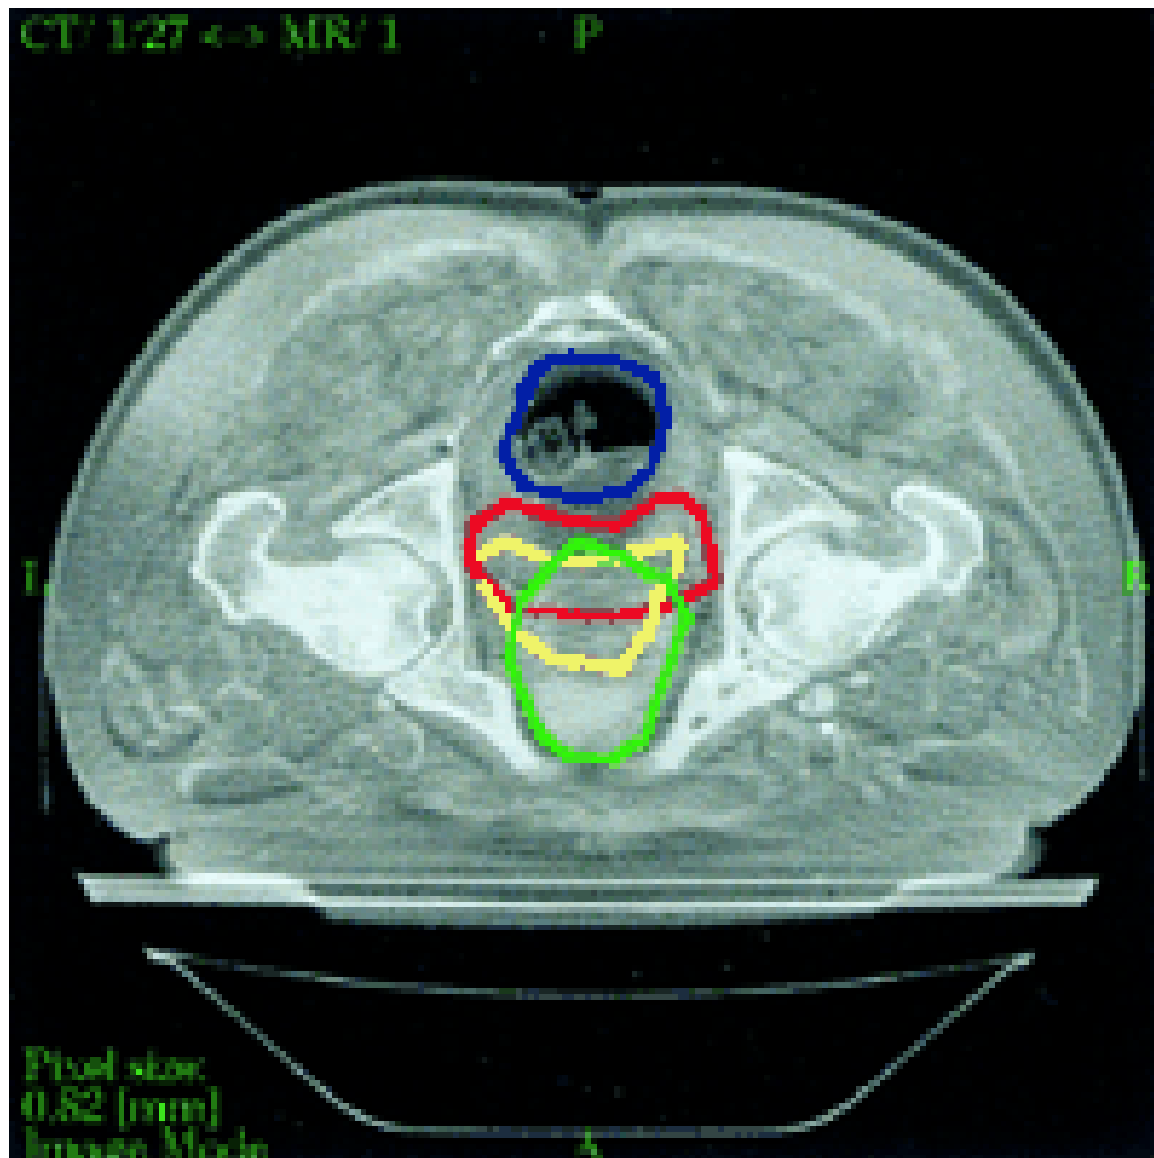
CT-MRI image fusion: delineation of the clinical target volume (CTV) and critical organs. Red line, CT CTV; yellow line, MRI CTV; blue line, rectum (CT); green line, bladder (CT). (From *British Journal of Radiology* 75 (2002),603-607)
